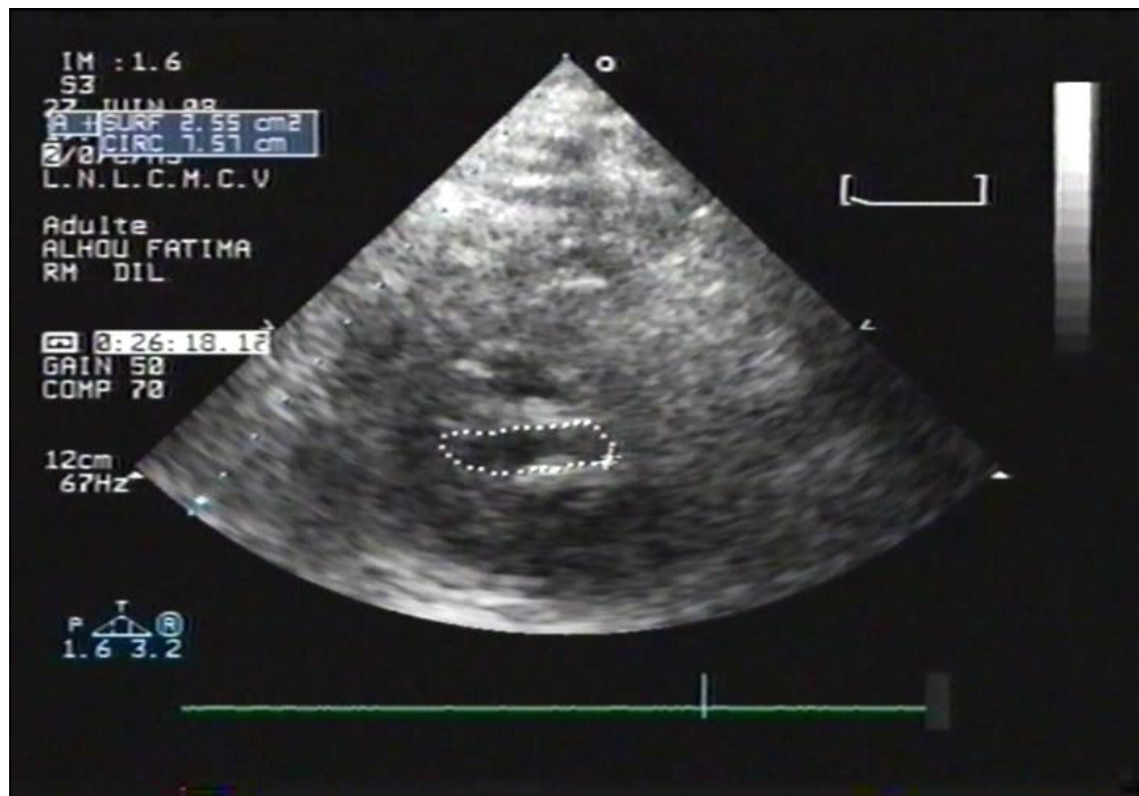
Planimétrie de l'orifice mitral avec une SM satisfaisante = 2,5 cm², en échographie 2D en coupe transverse chez la même patiente.
